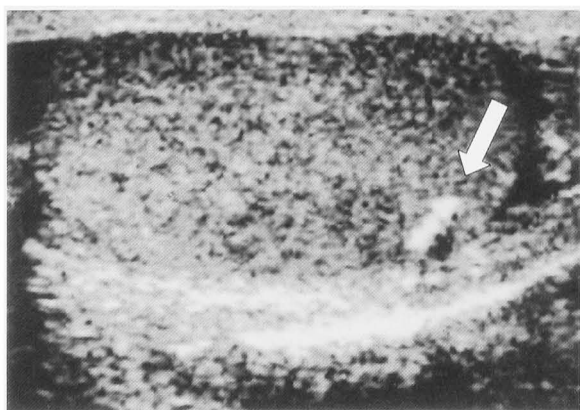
Sonogram shows a calcified lesion within the left testicular parenchyma.
